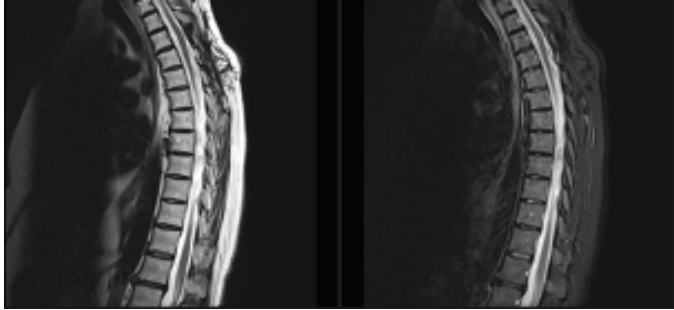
Preoperative T1 and T2- weighted MRI and intraoperative images of the first case
